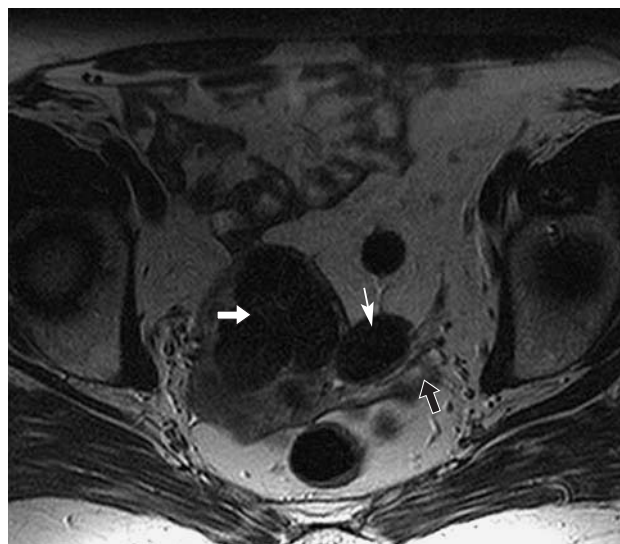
МР-томограмма малого таза. Т2ВИ в аксиальной плоскости. Тело матки увеличено и деформировано лейомиоматозными узлами (стрелка). Между маткой и левым яичником (черная стрелка) в левой широкой связке матки определяется лейомиома (тонкая стрелка).
